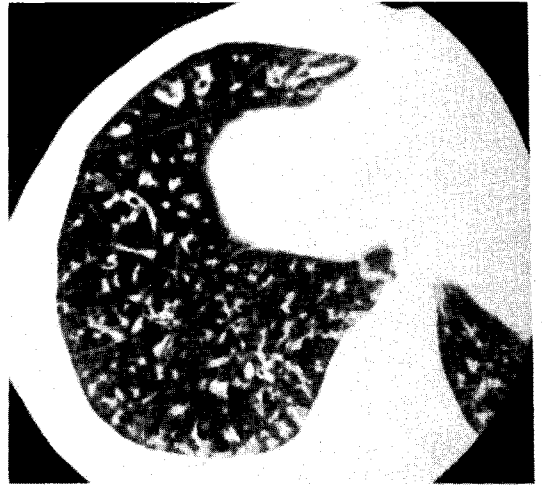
HRCT of DPB showing nodular and branching linear densities seen at 1-3 mm inside the pleural surface.
